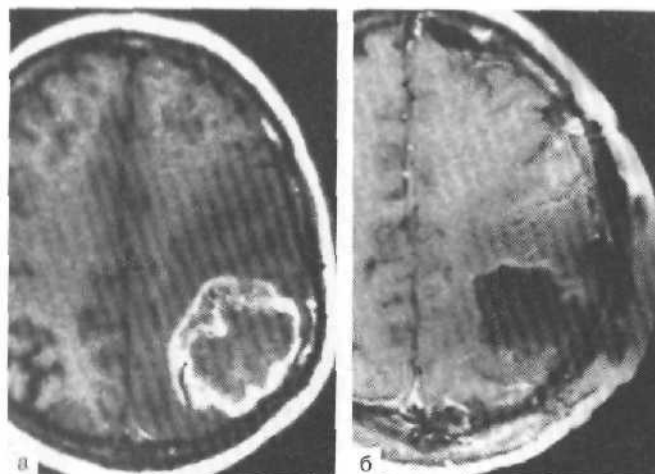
МРТ (T_1 -режим) с контрастным усилением до (а) и после (б) удаления глиобластомы теменно-затылочной области слева. Накопления контраста после удаления опухоли не выявлено.
